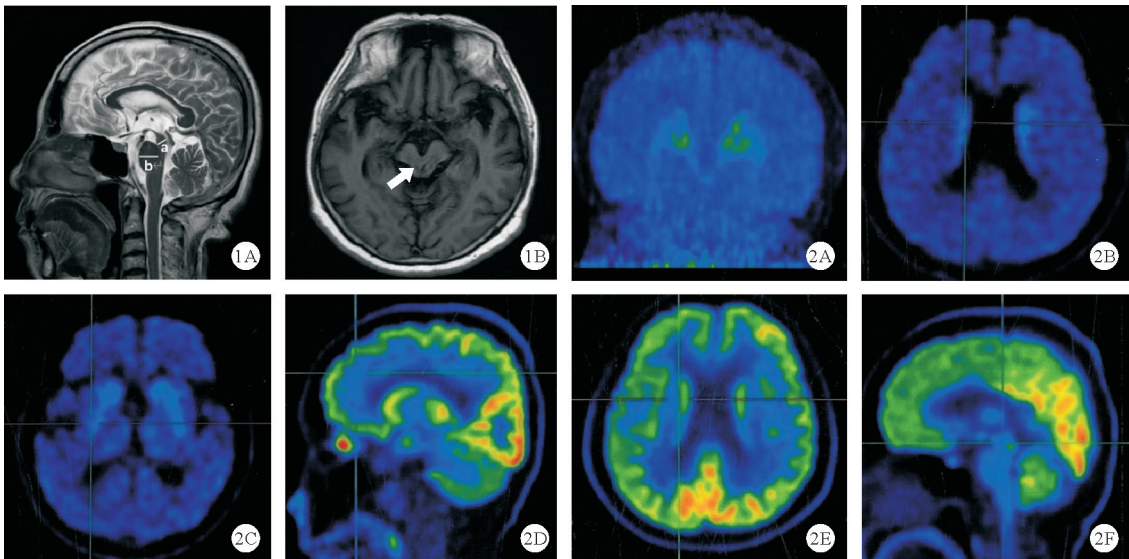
2024年3月21日患者头颅MRI平扫结果[A:T2加权像(T2WI)矢状位示中脑/脑桥比值=0.47,中脑背盖上缘平坦,呈“蜂鸟征”;B:T1加权像(T1WI)轴位示中脑被盖萎缩呈“牵牛花征”(白色箭头),中脑基底萎缩导致大脑脚之间间距变宽呈“鼠耳征”] 图2 2024年3月25日患者头颅PET/CT结果[<sup>11</sup>C-β-CFT PET/CT结果示双侧尾状核和壳核多巴胺转运蛋白分布明显减低,右侧为著;A:冠状位;B:轴位,双侧尾状核;C:轴位,双侧壳核;<sup>18</sup>F-FDG PET/CT结果示额叶(前扣带回著)、双侧尾状核、中脑及双侧小脑葡萄糖代谢减低;D:矢状位,额叶(前扣带回著);E:轴位,双侧尾核;F:矢状位,中脑及双侧小脑]
